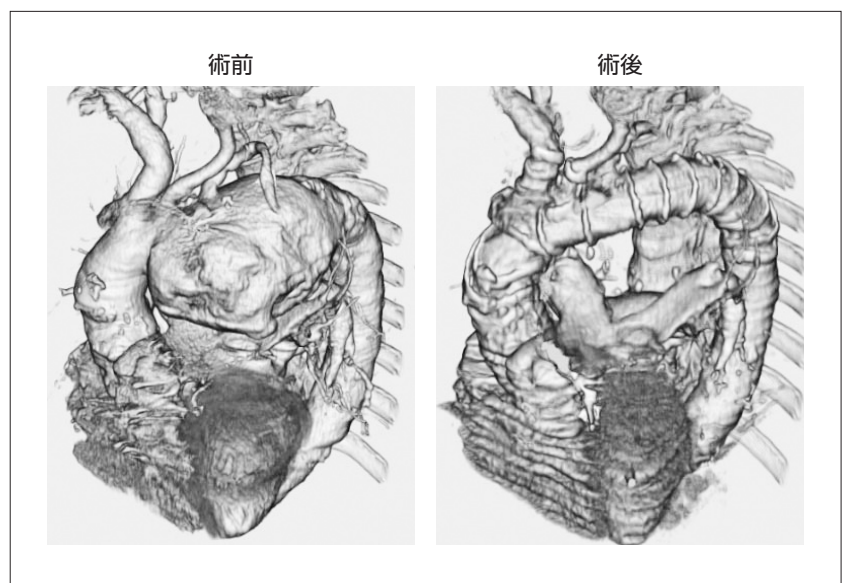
弓部大動脈瘤に対する3分枝型ステントグラフト留置術の術前術後の3D-CT像
